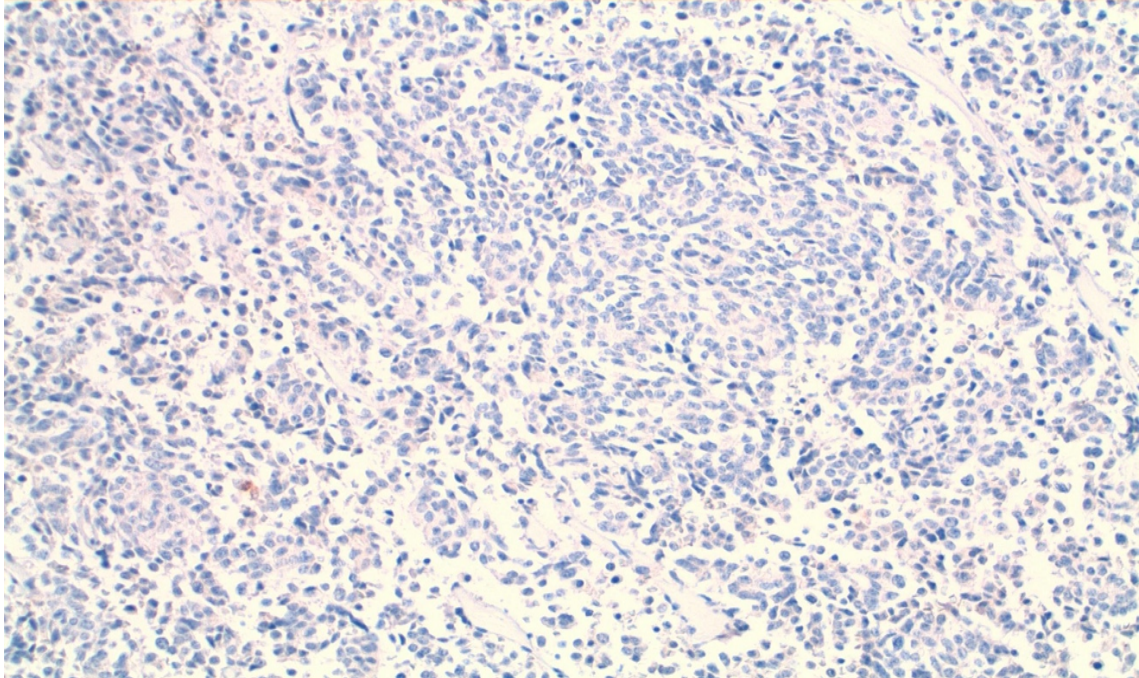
Exemplarische Darstellung einer immunhistochemischen Nicht-Anfärbung von Twist bei einem typischen Lungenkarzinoid (TC) in 200-facher Vergrößerung. (Aus dem MVZ Institut für Pathologie, Zytologie und Molekularpathologie Wetzlar).
